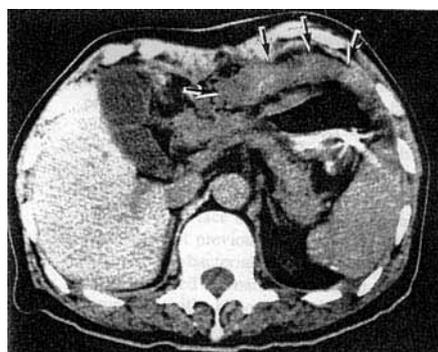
症例1における胃切除後食事開始後5日目に撮影した上腹部CT
